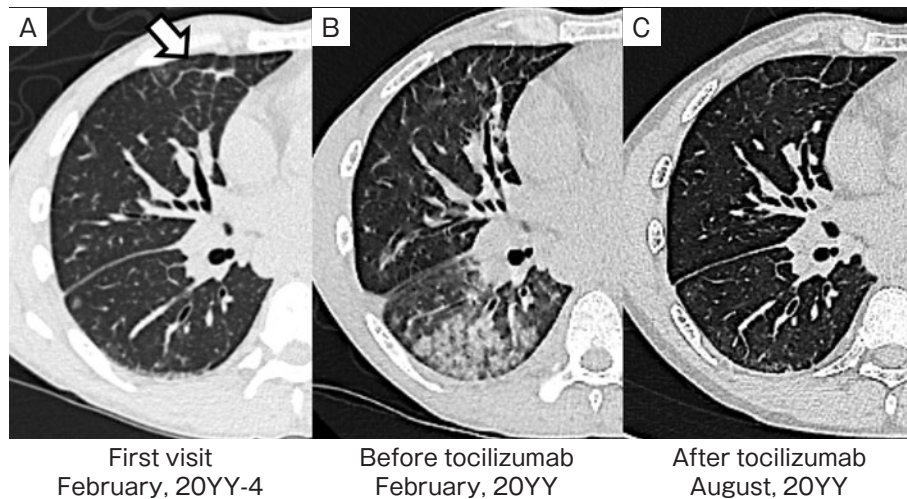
Chest CT scans obtained from case 2. (A) CT at the first visit showed thickening of the interlobular septa at peripheral area of right middle lobe (arrow). (B) CT before tocilizumab showed dense and widely spreading ground-glass opacities at right lower lungs, and fine ground-glass opacities in addition to interlobular septa at right middle lobe. Right hilar lymph nodes were swollen. (C) After administration of tocilizumab, these ground-glass opacities at right lung almost disappeared on CT, and right hilar lymph nodes were reduced in size.
